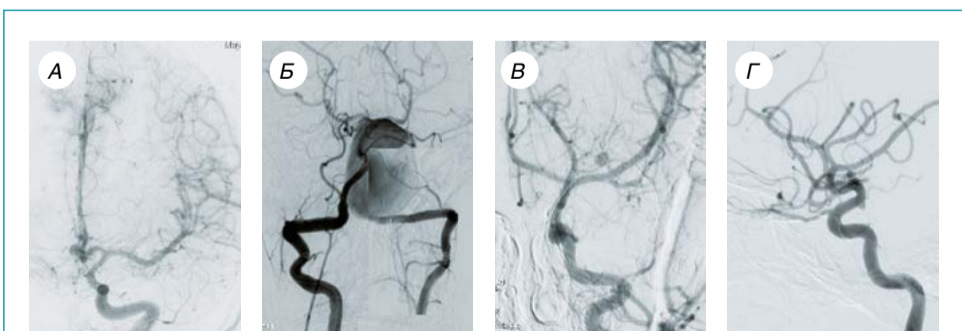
Примеры аневризм церебральных артерий различной локализации и размеров: А — мешотчатая аневризма передней соединительной артерии размерами 6,0 × 5,0 × 6,5 мм (передне-задняя проекция); Б — гигантская (более 30 мм) фузиформная аневризма V4-сегмента левой позвоночной артерии (изображение получено путем наложения ангиограмм правой и левой позвоночных артерий) (передне-задняя проекция); В — мешотчатая аневризма M2-сегмента левой средней мозговой артерии размерами 3,5 × 4,0 × 3,5 мм (передне-задняя проекция); Г — милиарная (менее 2 мм) мешотчатая аневризма бифуркации правой внутренней сонной артерии (боковая проекция)
